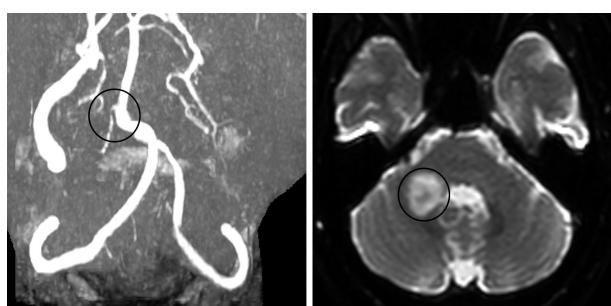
発症時のMagnetic Resonance Angiography画像、拡散強調画像
